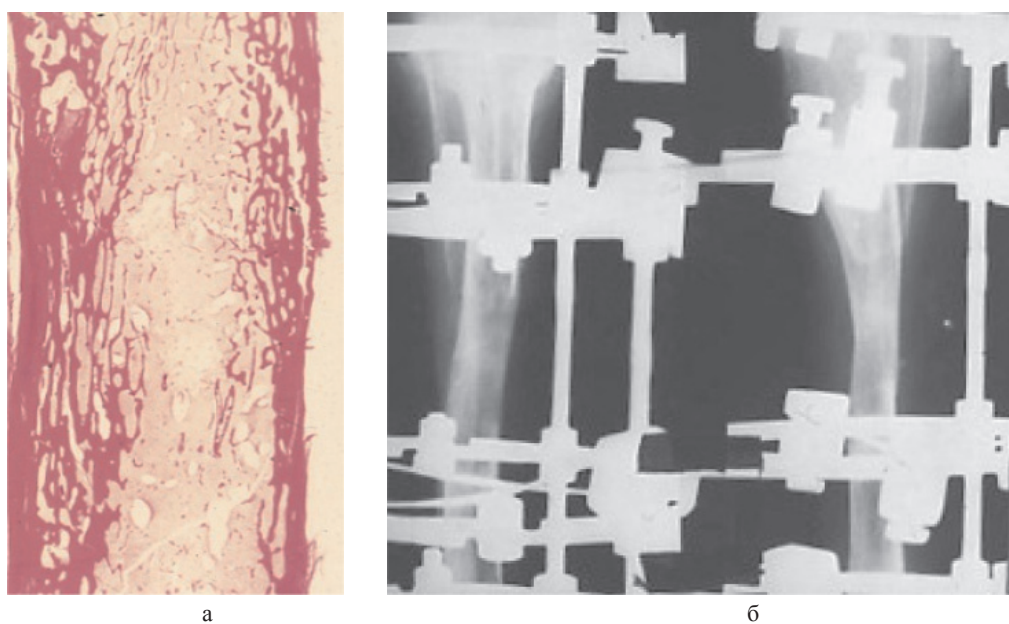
Фиксация 120 суток. На гистотопограмме (а) и рентгенограммах (б) в дистракционном регенерате восстановлен костно-мозговой канал
